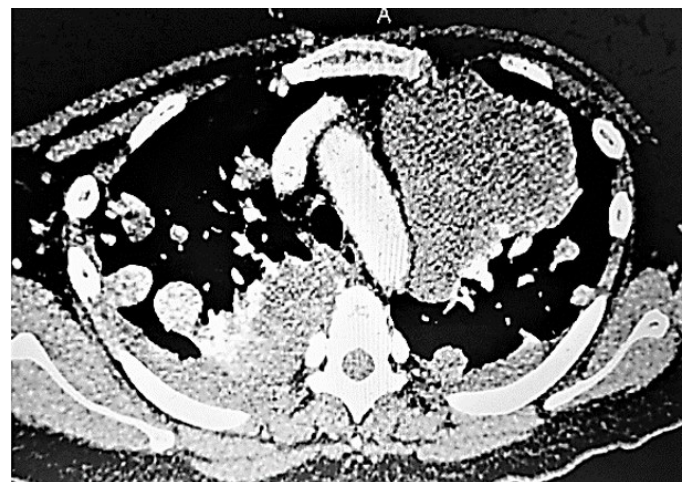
Plano axial de TAC de pulmón donde se observan nódulos pulmonares bilaterales, grandes masas infiltrativas tumorales y derrame pleural bilateral.
